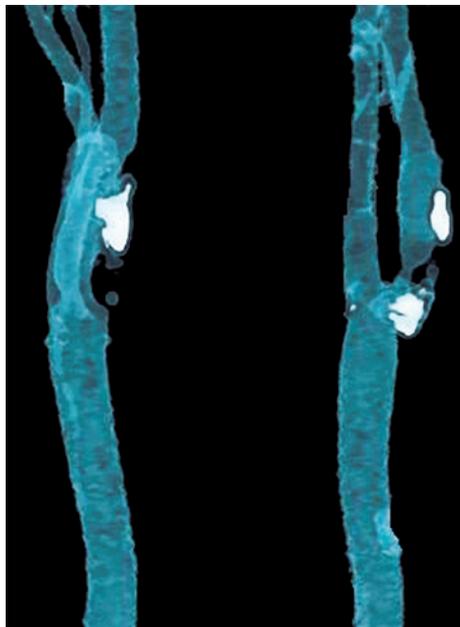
Angio-TAC que muestra una aterosclerosis carotídea bilateral con estenosis.
